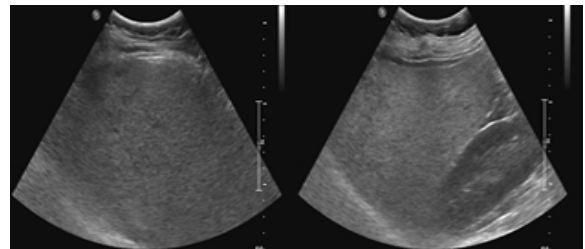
severe fatty liver by ultrasonography(Grade III).
